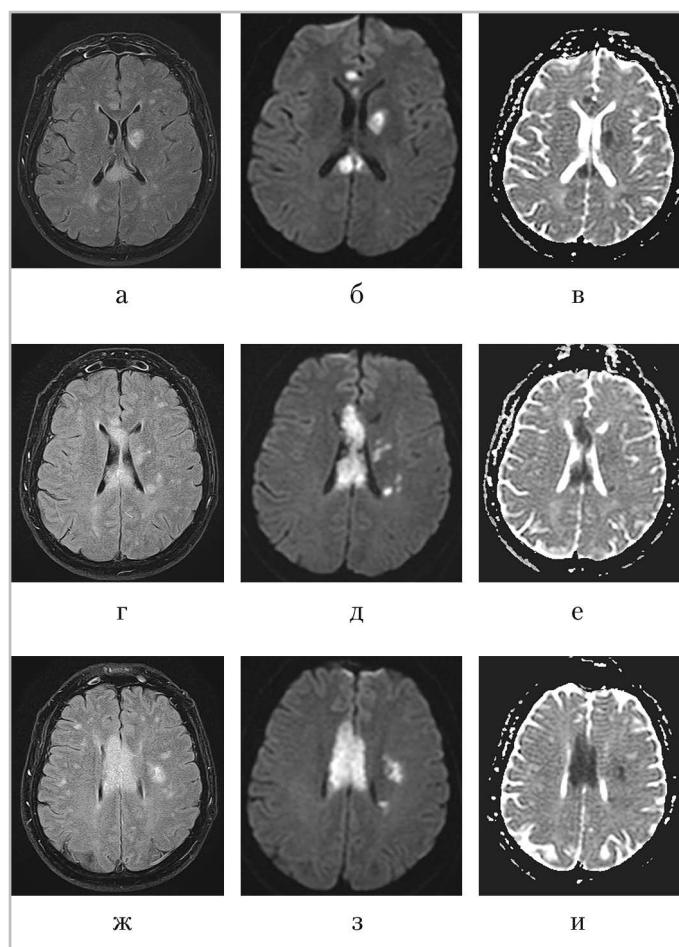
МР-томограммы головного мозга в аксиальной плоскости: а, г, ж – FLAIR ИП; б, д, з – ДВИ; в, е, и – ИКД-карта. В мозолистом теле, области базальных ядер слева, перивентрикулярно в левой лобной доле визуализируются участки гиперинтенсивного МР-сигнала на FLAIR ИП с признаками ограничения диффузии на ИКД-картах
